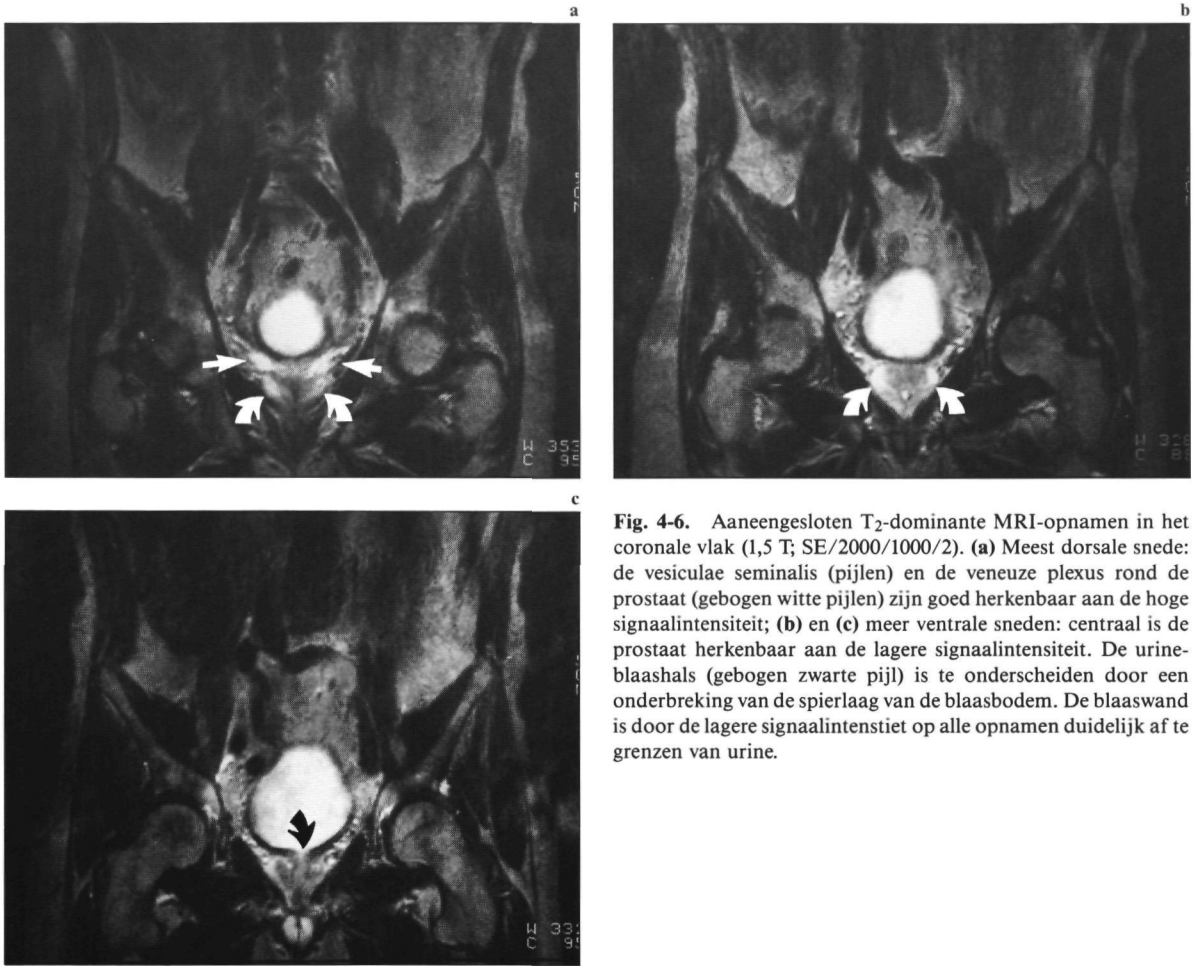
Aaneengesloten T₂-dominante MRI-opnamen in het coronale vlak (1,5 T; SE/2000/1000/2). (a) Meest dorsale snede: de vesiculae seminalis (pijlen) en de veneuze plexus rond de prostaat (gebogen witte pijlen) zijn goed herkenbaar aan de hoge signaalintensiteit; (b) en (c) meer ventrale sneden: centraal is de prostaat herkenbaar aan de lagere signaalintensiteit. De urineblaashals (gebogen zwarte pijl) is te onderscheiden door een onderbreking van de spierlaag van de blaasbodem. De blaaswand is door de lagere signaalintensiteit op alle opnamen duidelijk af te grenzen van urine.
